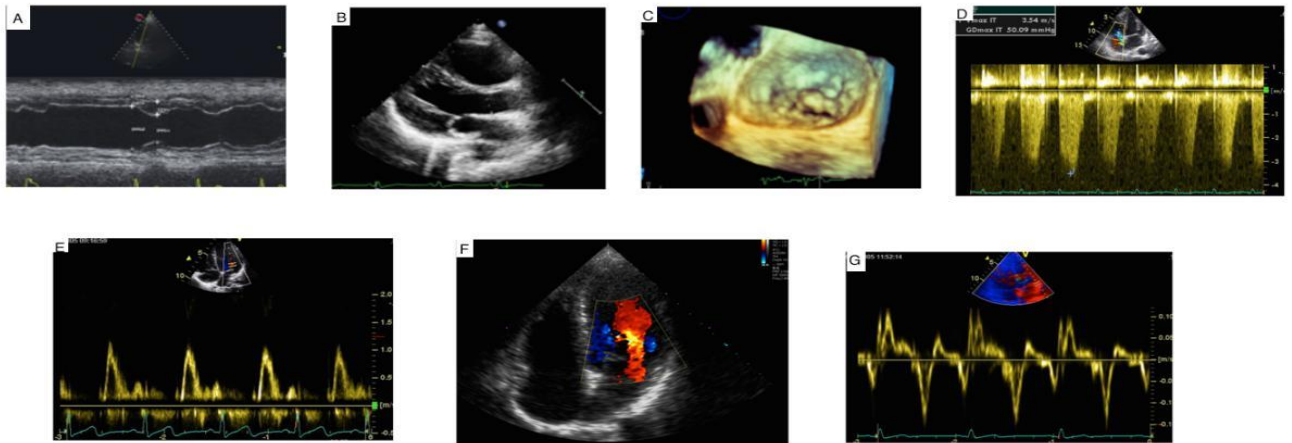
Modes échographiques. A : Mode « Temps-mouvement », B : Mode bidimensionnel, C : Mode tridimensionnel, [51]. D Doppler continu, E Doppler pulsé, F : Doppler couleur, G : Doppler tissulaire
